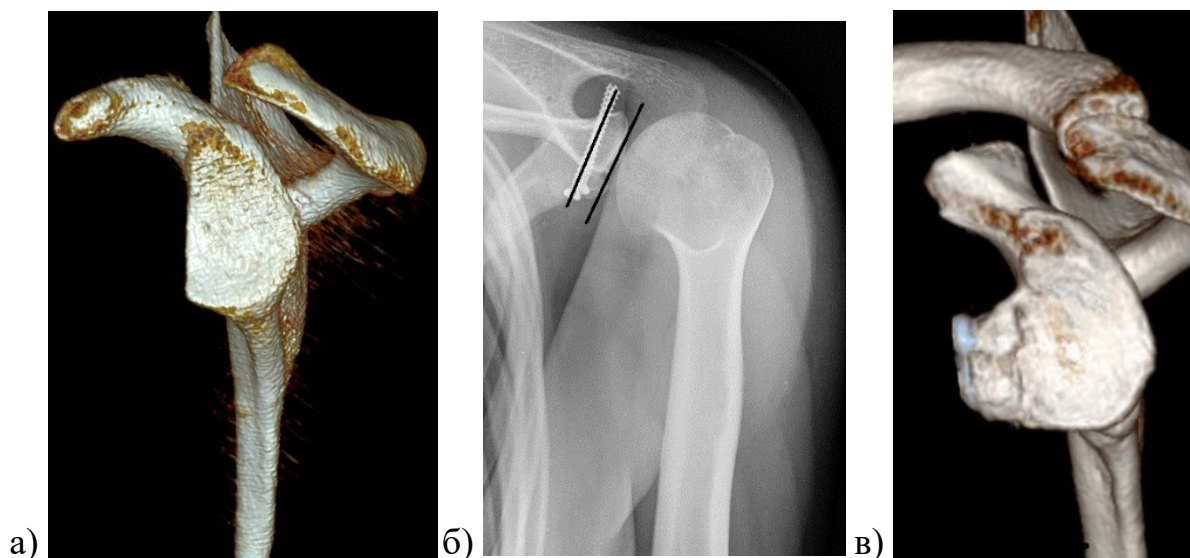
Рентгенограммы и КТ-картина плечевого сустава пациента Д., 21 года: а – до (визуализация дефекта передней части шейки лопатки, III тип по классификации Scheibel M., 2011); б и в – рентгенограмма и КТ через 3 месяца после оперативного лечения. На рентгенограмме (б) показано практически параллельное расположение фиксирующей костный блок винтов и плоскости суставной поверхности лопатки (показатель УРФМ – 2^0).
